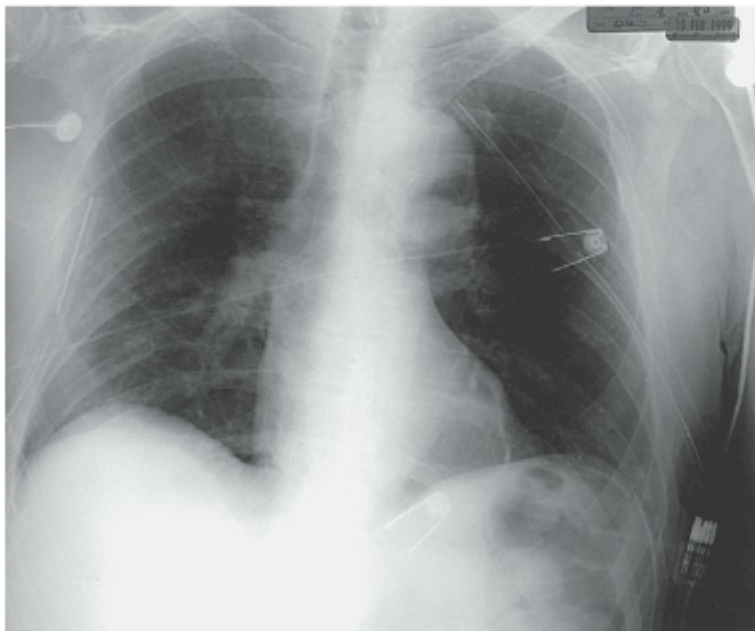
Radiografia de tórax mostrando múltiplas fraturas de costelas.
